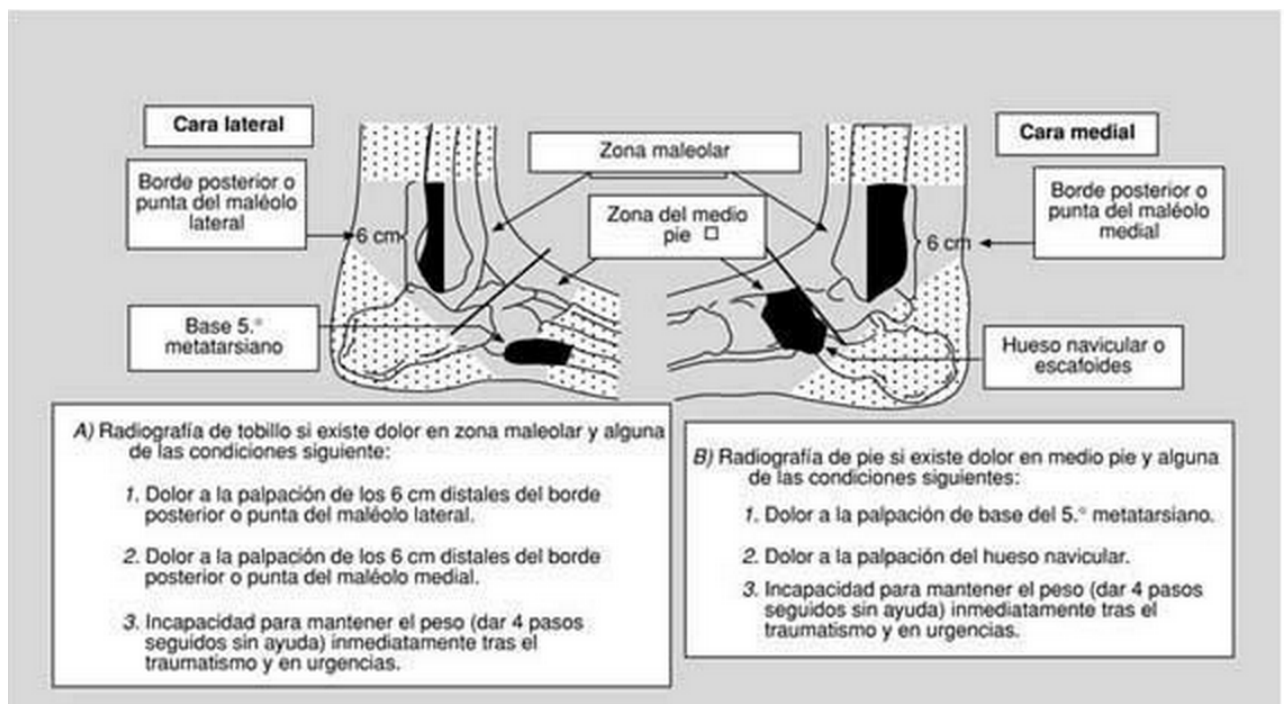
Directrices para ordenar radiografías de la serie de tobillo de acuerdo con las reglas del tobillo de Ottawa. (Czajka et al. 2014)
